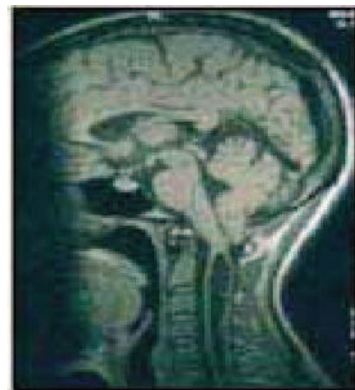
IRM en coupe sagittale : ectopie amygdalienne avec syringomyélie
